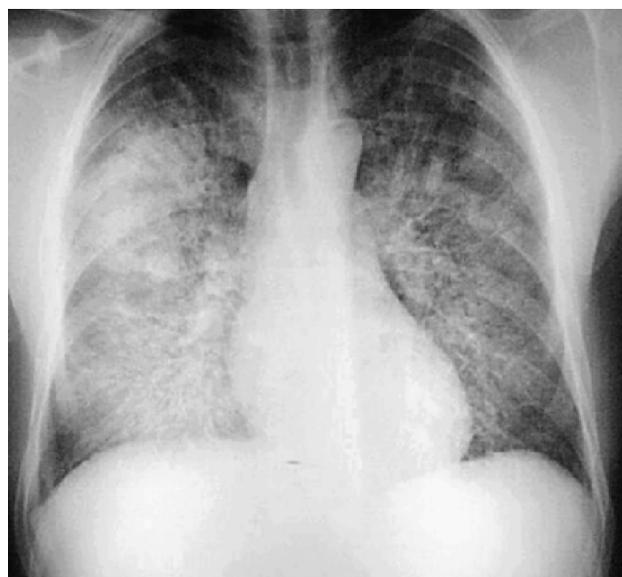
Radiografía de tórax donde se observa infiltrado intersticial en 4 cuadrantes.
